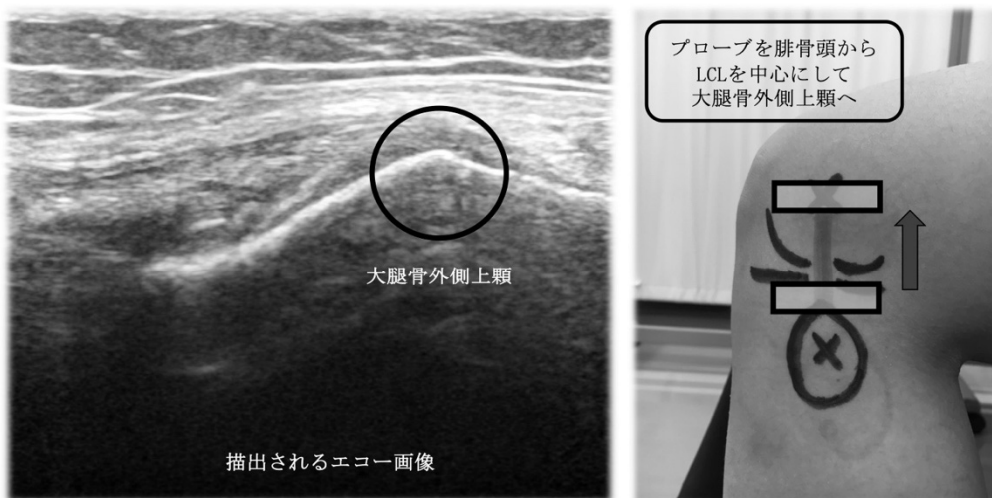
大腿骨長軸像で描出される大腿骨外側上顆のエコー画像
